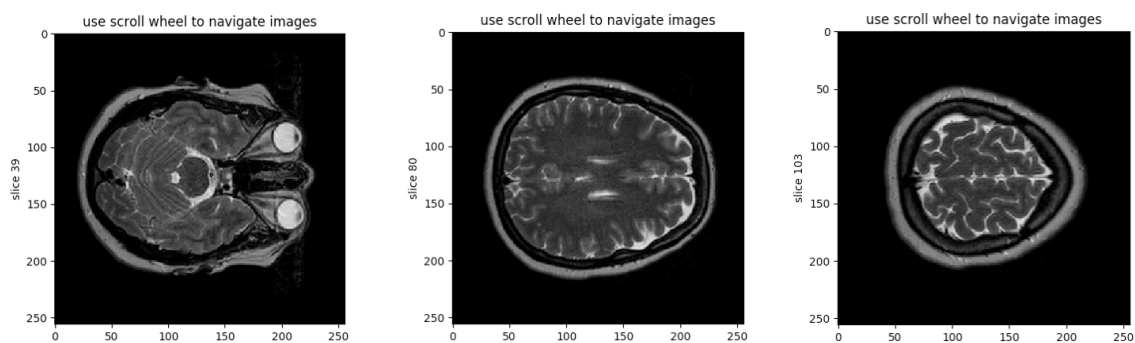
Пример снимка МРТ здорового пациента
